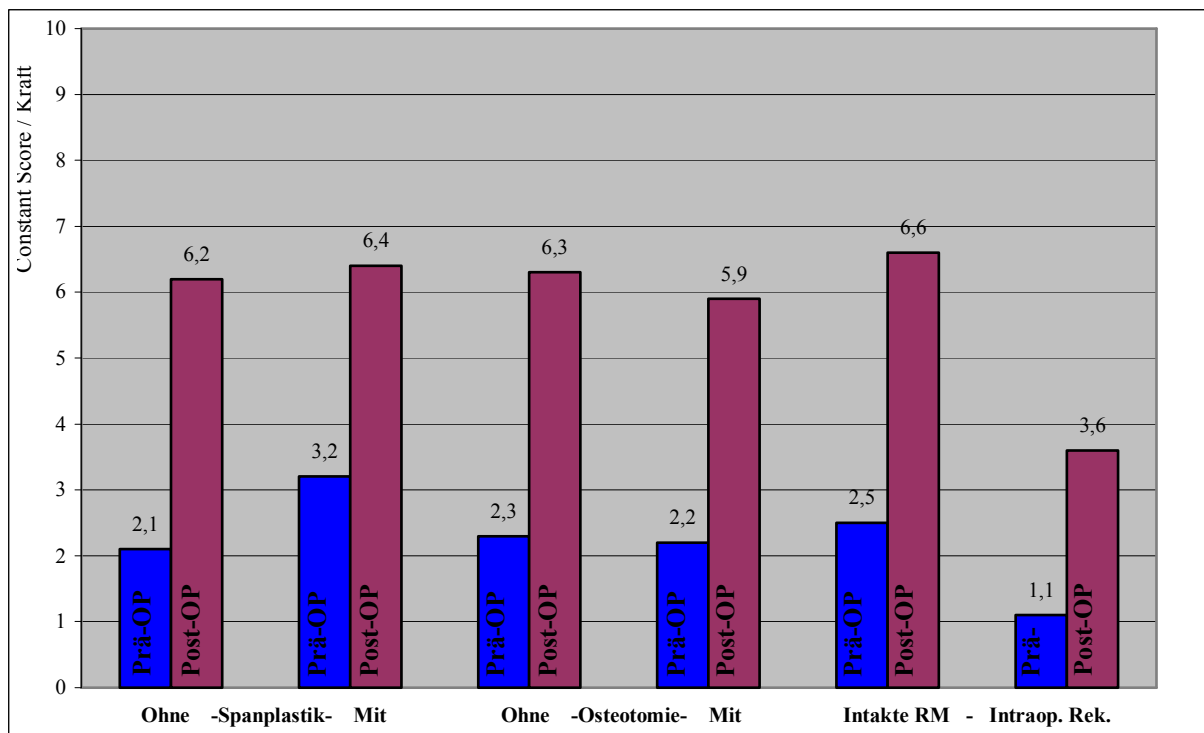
Ergebnisse im Kriterium Kraft in Abhängigkeit von Zusatzeingriffen. Links: Patienten ohne und mit (n=11) Spanplastik. Mitte: Patienten ohne und mit (n=14) Glenoidosteotomie. Rechts: Patienten mit intakter Rotatorenmanschette (RM) und mit intraoperativer Rekonstruktion (n=7).
